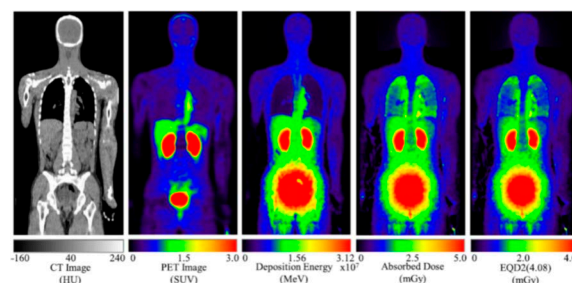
標的核医学治療へのPHITS応用例。CT画像、¹⁸F投与時のPET画像、付与エネルギー分布、吸収線量分布、等効果線量分布
